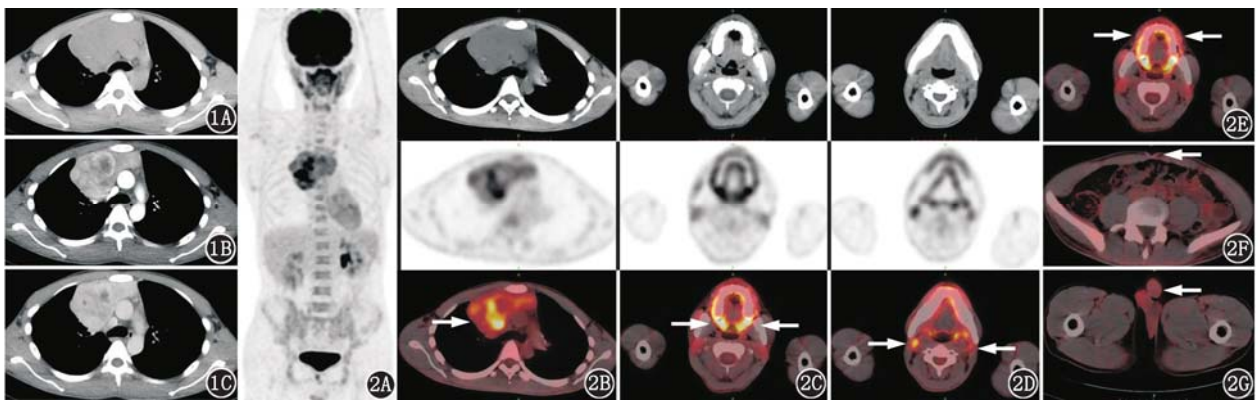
伴发副肿瘤天疱疮的滤泡树突状细胞肉瘤患者(男, 28 岁)胸部增强 CT 扫描图像。平扫(1A)可见点状钙化; 动脉期(1B)、静脉期(1C)示右前纵隔病灶呈不均匀明显强化, 内见片状无强化低密度区。图 2 同一患者<sup>18</sup>F-脱氧葡萄糖(FDG)PET/CT 显像图。全身最大密度投影图(2A)示右前纵隔肿块伴<sup>18</sup>F-FDG 高代谢; PET/CT 图像示右前纵隔肿块(2B)、硬腭部位(2C)、颈部数枚淋巴结(2D)多个病灶, 均伴<sup>18</sup>F-FDG 高代谢, 最大标准摄取值( $SUV_{max}$ )分别为 7.6、8.9 和 2.8(箭头示); 上下唇(2E)、脐部(2F)、阴茎龟头(2G)皮肤黏膜的病变在 PET/CT 上并无异常表现(箭头示)
